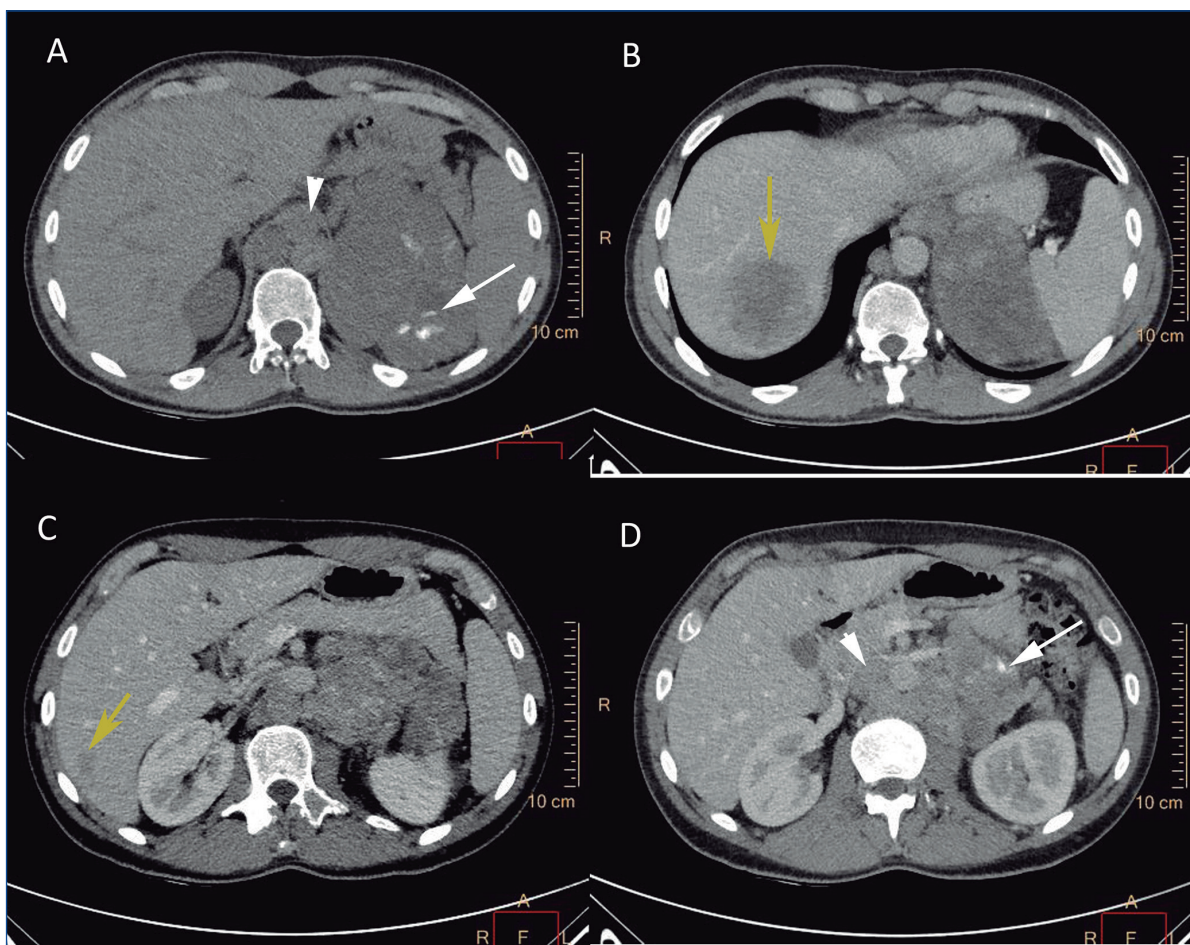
Cortes axiales de tomografía computarizada de hemiabdomen superior sin contraste intravenoso (CIV) (A) y en fase portal (B-D) en diferentes planos en los que se identifica una masa adrenal de gran tamaño, moderadamente heterogénea y con focos de calcificaciones groseras en su interior (flechas blancas) que se asocia a extensa afectación adenopática retroperitoneal (puntas de flecha) y a la presencia de metástasis hepáticas hipocaptantes (flechas amarillas). Es compatible con carcinoma adrenal metastásico.
